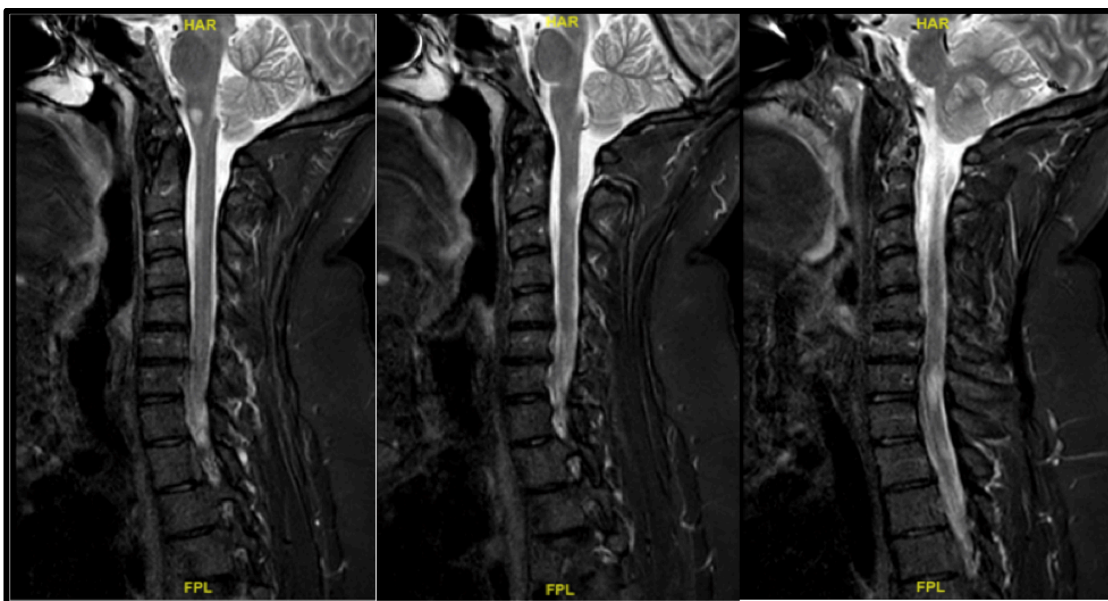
Imagen de RM con lesiones hiperintensas en secuencia T2 localizadas en bulbo y médula cervical.
